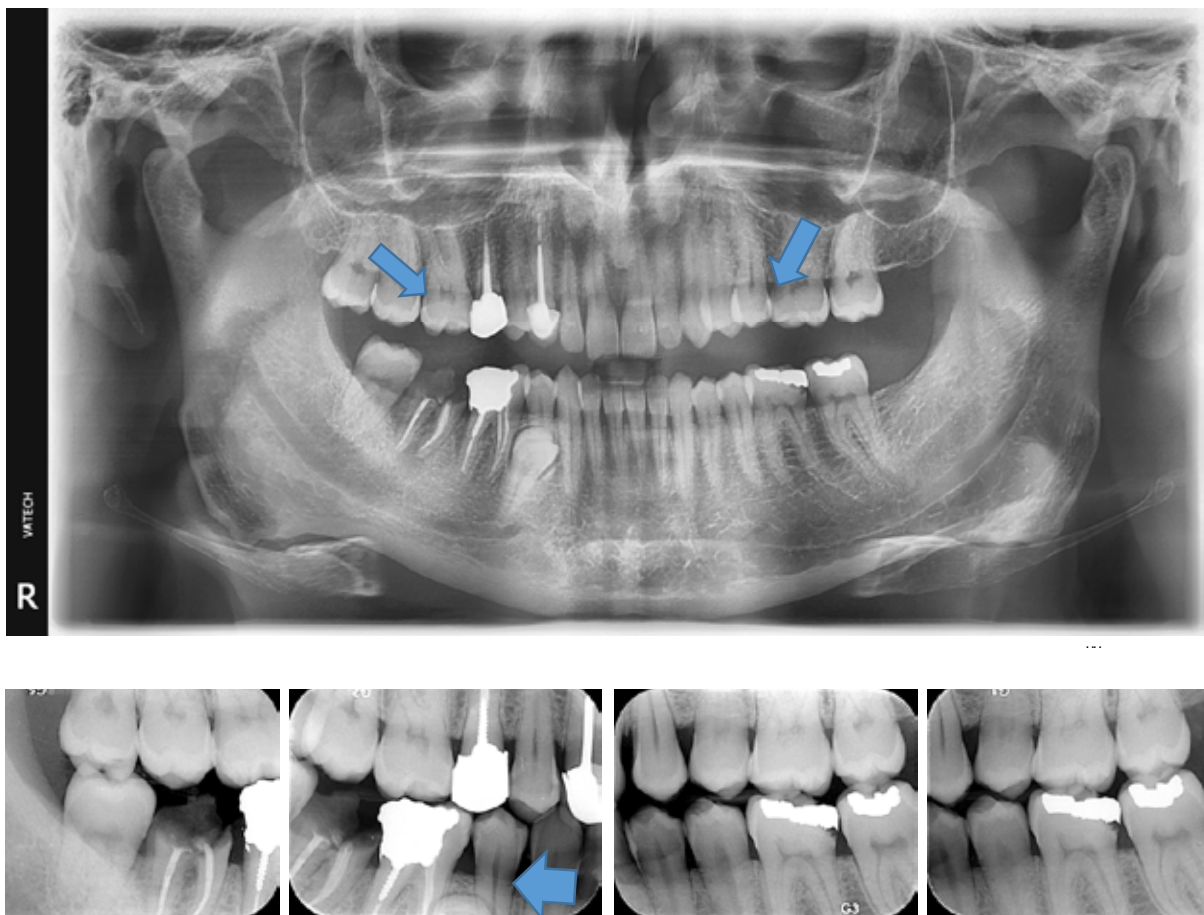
Panoramic and bitewing images. Arrows show cervical burnout
